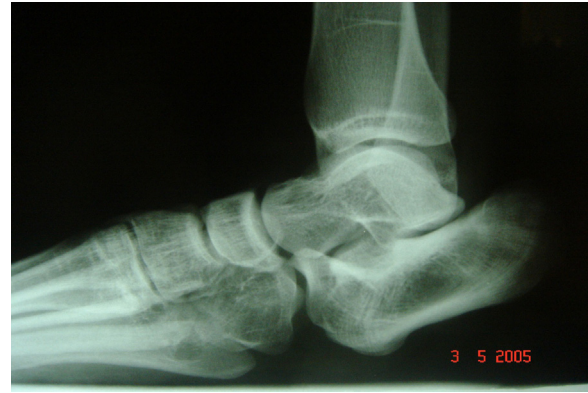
Radiografia em perfil do calcâneo sem evidência de osteomielite e com aplainamento natural da tuberosidade posteroinferior do calcâneo.
